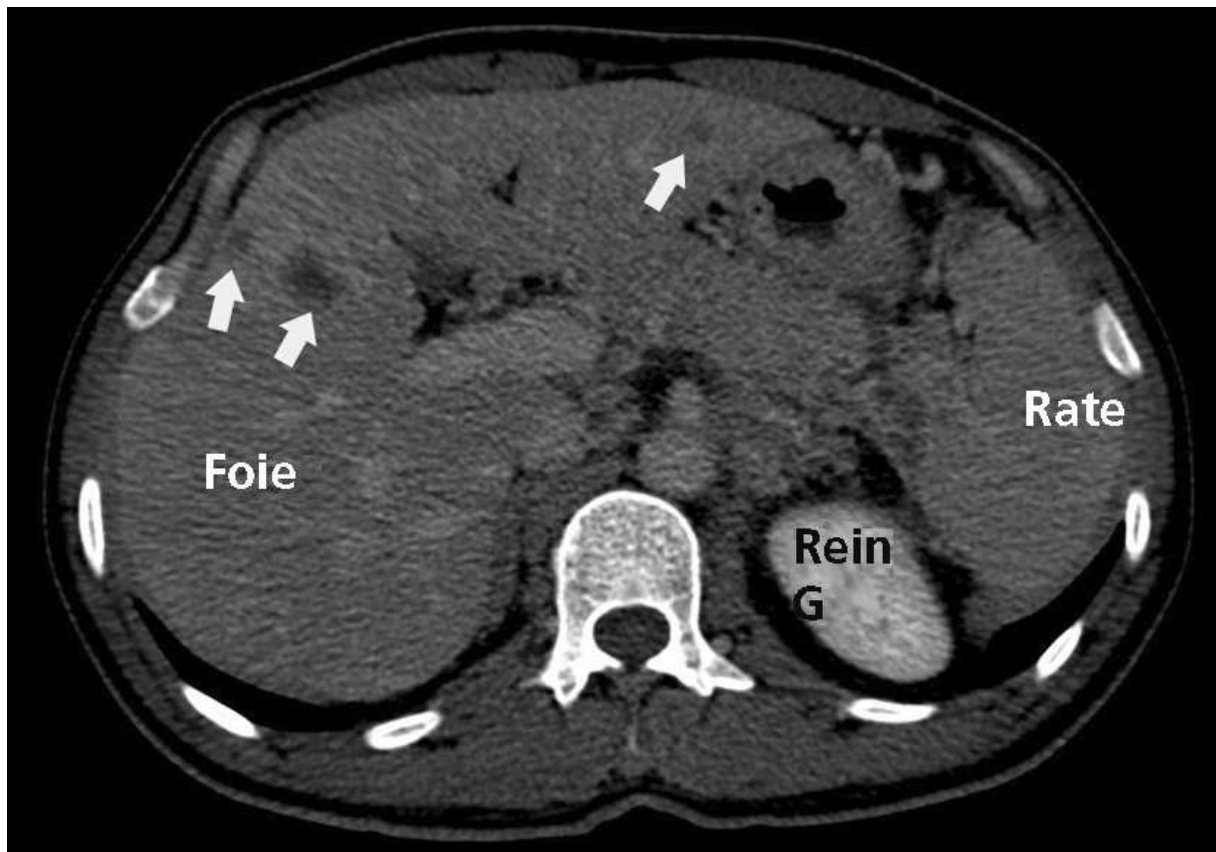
coupe transversale d'une TDM abdominale montrant des localisations secondaires d'un carcinome urothelial de vessie
